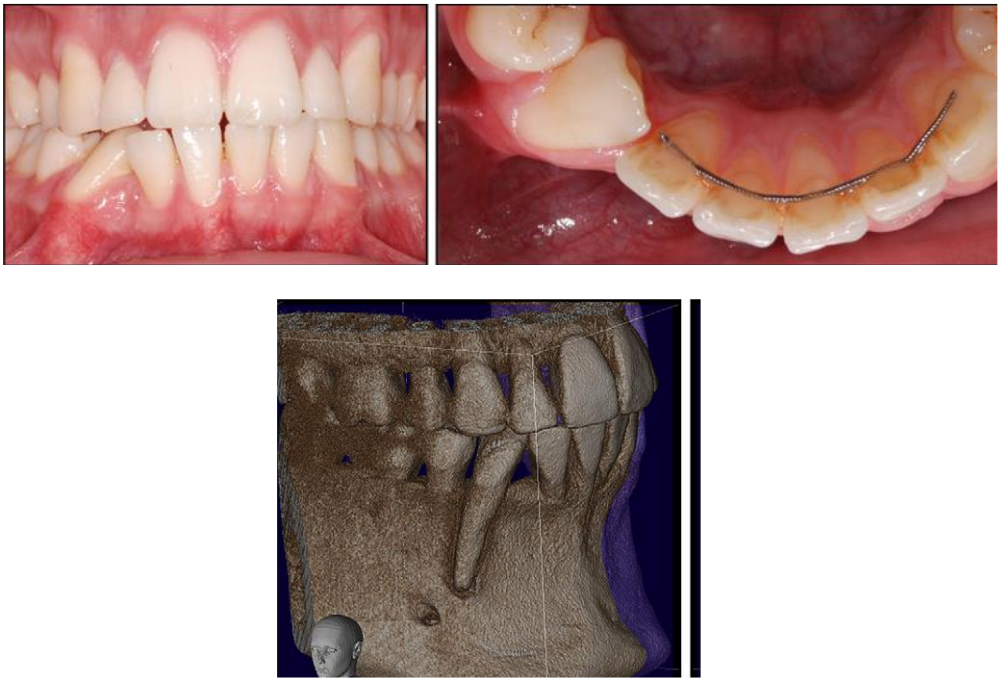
Fotografías intraorales frontal y oclusal con retenedor descementado e imagen de corte lateral de CBCT (Tomada de Pazera et al., 2012).
